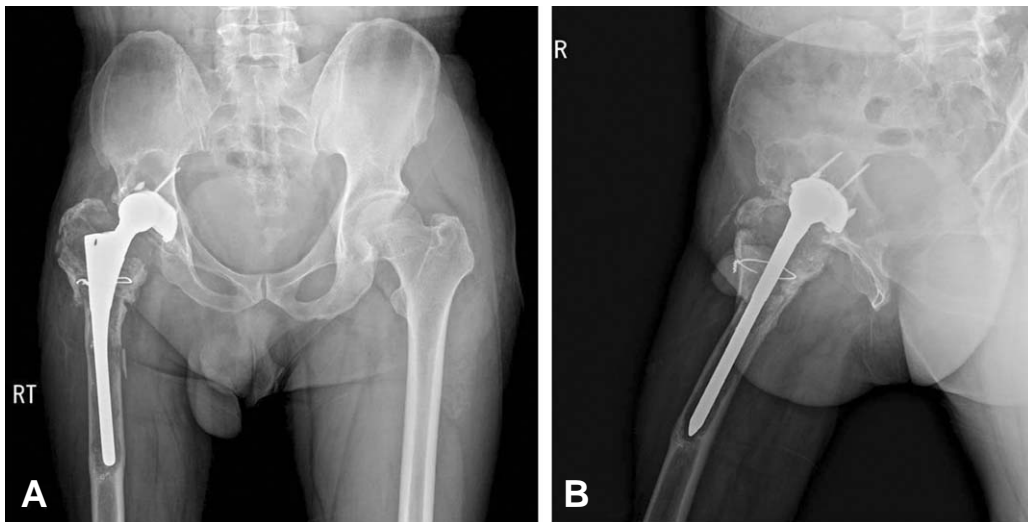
Osteolysis on acetabular and femoral area. (A) Combined deficiency on superior and anterior acetabular area, and severe proximal femoral bone loss with medial cortical bone breakage in 52-year-old man who underwent primary surgery before 20 years. (B) Hip lateral plain roentgenogram also shows severe osteolysis on acetabular and femoral area.
